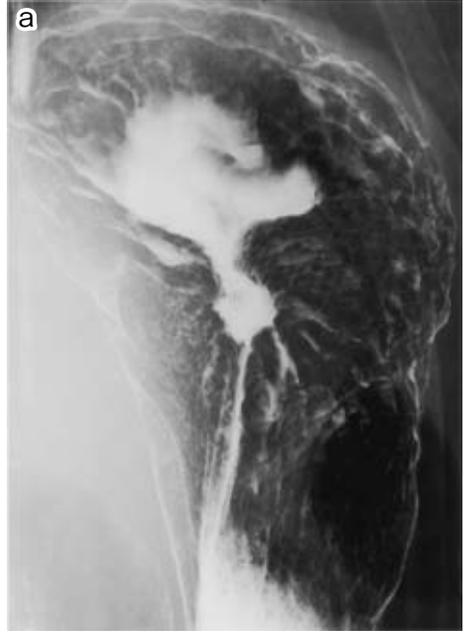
a : Upper GI series after NAC showed a marked reduction of gastric tumor. b : CT after NAC revealed thickened gastric wall and invasion to the pancreas tail, but the size of the tumor was remarkably diminished.
